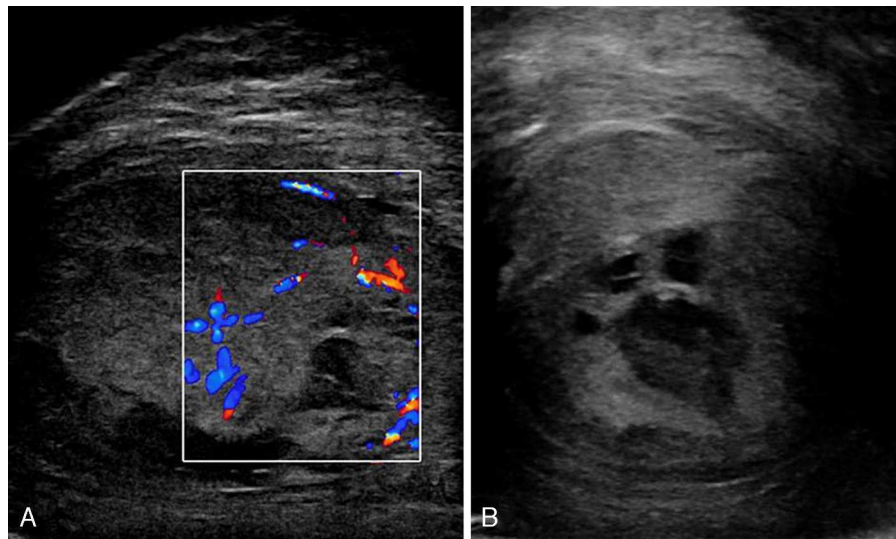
A-B) En la ecografía se observa un testículo aumentado de tamaño con áreas hipoeoicas en su interior y en las que no se observa flujo doppler en su interior.
